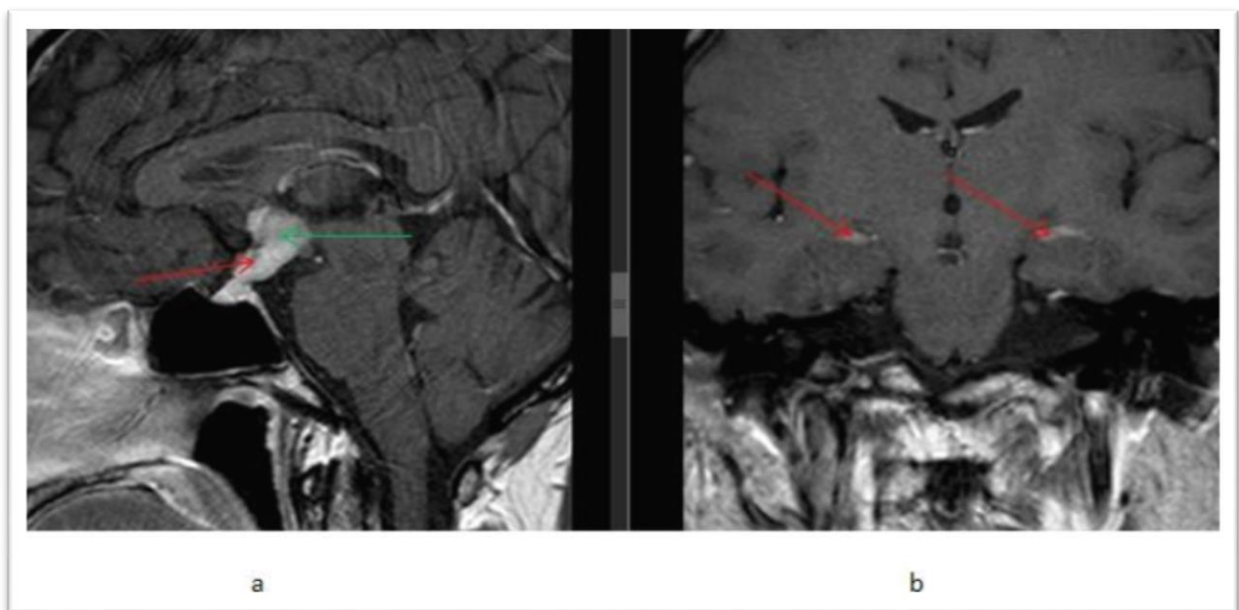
IRM cérébrale T1 avec contraste au gadolinium (a) coupe sagittale montrant un épaississement marqué et un rehaussement diffus au gadolinium de la tige pituitaire (flèche rouge) et du chiasma optique/hypothalamus (flèche verte) (b) coupe coronale montrant un épaississement leptoméningé bilatéral diffus et un rehaussement au gadolinium dans les lobes temporaux médians bilatéraux (flèches rouges). (32)
